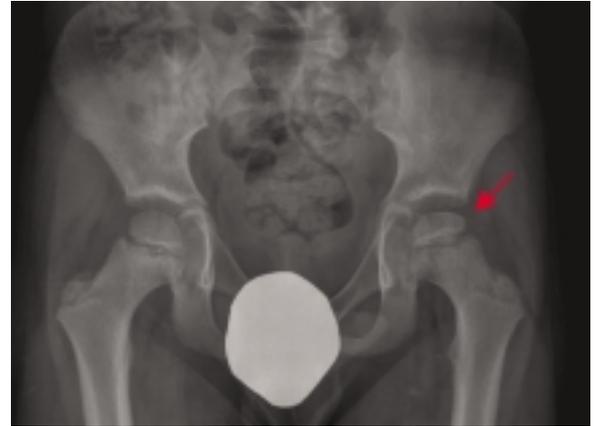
Radiografía de ambas caderas (anteroposterior). Se aprecia asimetría entre ambas cabezas femorales, con aplanamiento de la cabeza femoral izquierda y aumento del espacio articular.
